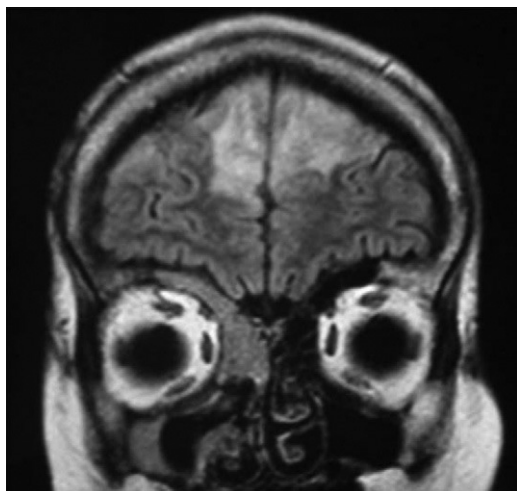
Afectación cerebral en la RMN.
